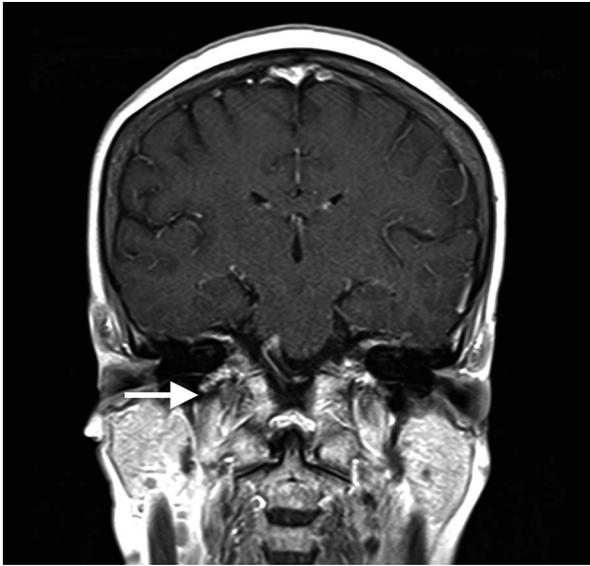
Coronal section of Gd enhanced T<sub>1</sub> weighted image. The MRI did not show any abnormality at the right jugular foramen (arrow).
